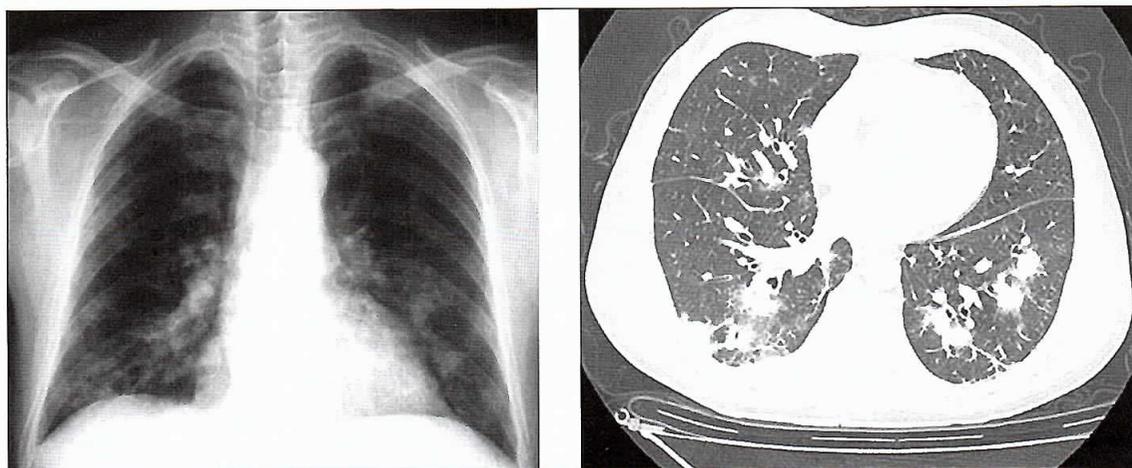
Radiografía y TAC de tórax al ingreso.
